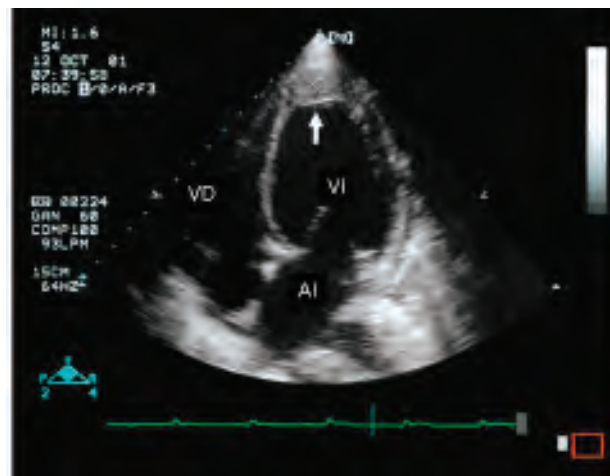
Ecocardiograma efectuado 9 días después del descrito en la figura 6. Se identifica la reabsorción parcial y espontánea del hematoma intramiocárdico.
